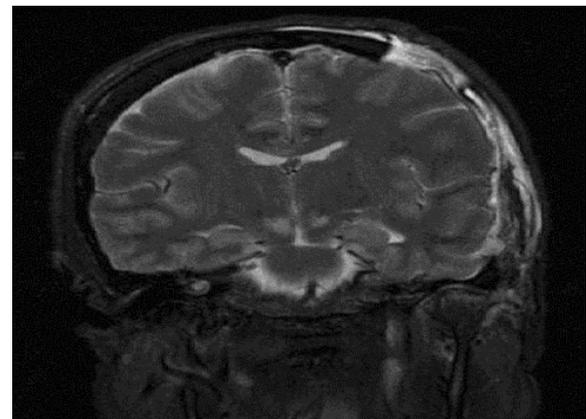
Sequência de ressonância magnética mostrando herniação cerebral devido à hipertensão intracraniana causada por massa.
